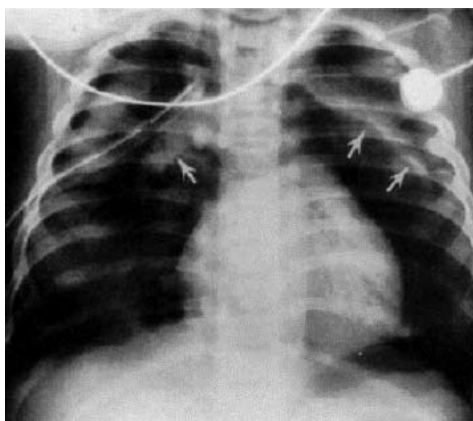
箭頭顯示Spinnaker sign (Adapted with permission from the Am J Roentgenol.)
